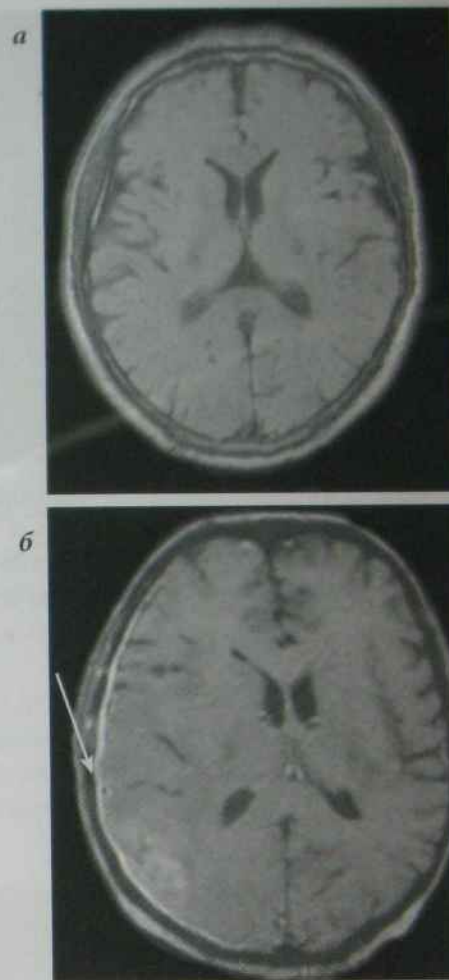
МРТ,  $T_2$ -33:
